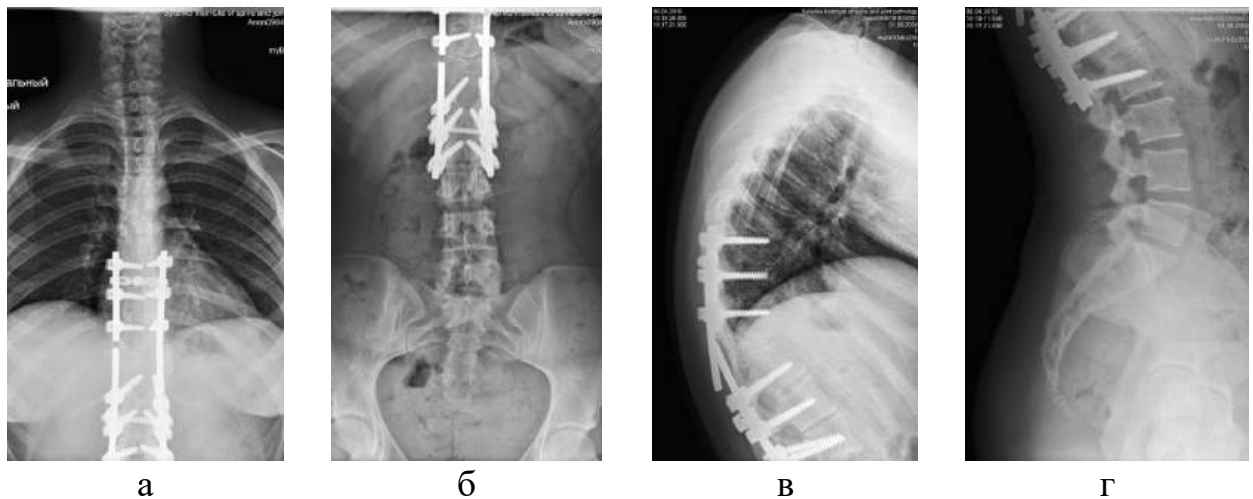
Фотовідбитки рентгенограм хворої Т. у передньо-задній (а-б) та бічній (в-г) проекціях через 4 роки після заміни фіксуючого стрижня
